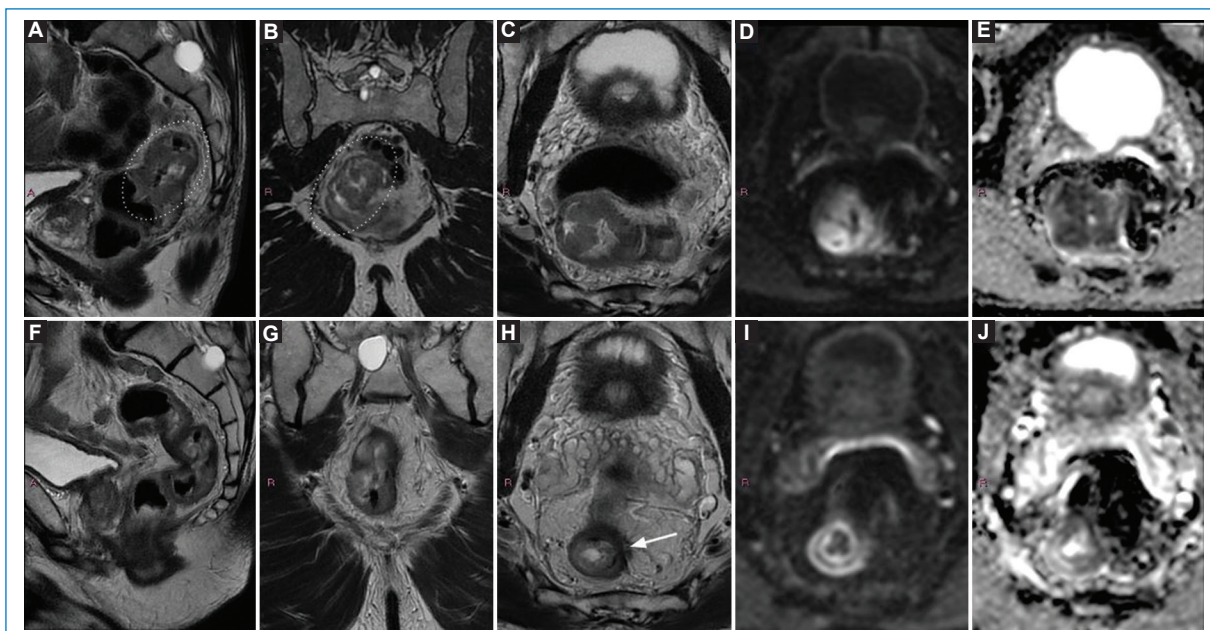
Hombre de 62 años con adenocarcinoma bien diferenciado de recto medio. La RM de estadificación con secuencias de alta resolución sagital T2 (A), coronal T2 (B), axial T2 (C) y axial DWI-mapa ADC (D y E) evidencia una lesión circunferencial (elipse) con compromiso de la capa muscular y leve extensión hacia a la grasa mesorrectal en la cara lateral izquierda, < 3 mm: mrT3b. N0, EMVI negativo, MRC seguro. La RM de reestadificación muestra una cicatriz en la cara lateral izquierda con fibrosis lineal interna a nivel de la submucosa y otra externa perirectal, hipointensas en T2, con una capa de señal intermedia interpuesta correspondiente a la muscular propia engrosada (F-H) compatible con *split scar sign* (flecha), sin restricción en la secuencia de DWI (I y J). El hallazgo es atribuible a respuesta completa tras neoadyuvancia y el paciente es candidato a manejo no operatorio. EMVI: invasión vascular extramural.
